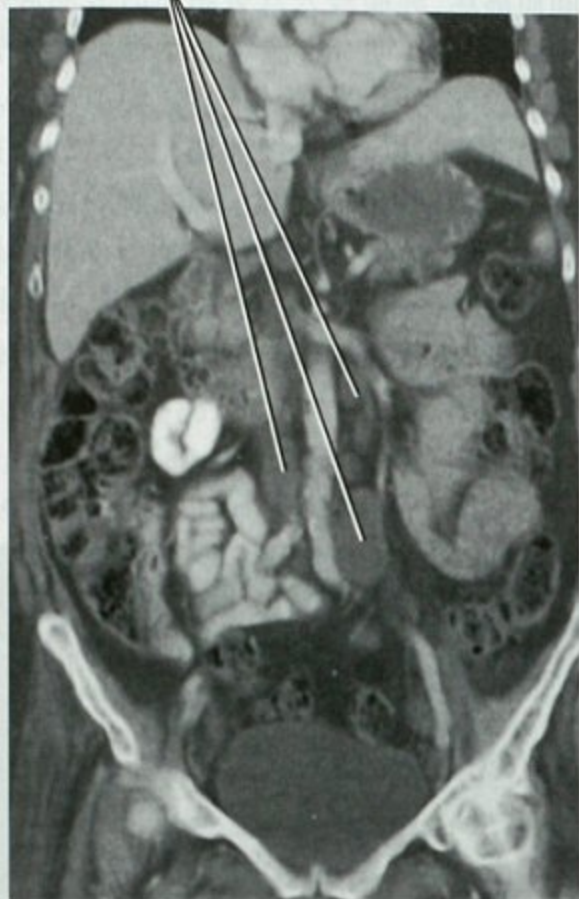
子宫内膜癌患者 CT 增强冠状面重建图像显示主动脉旁淋巴结转移
